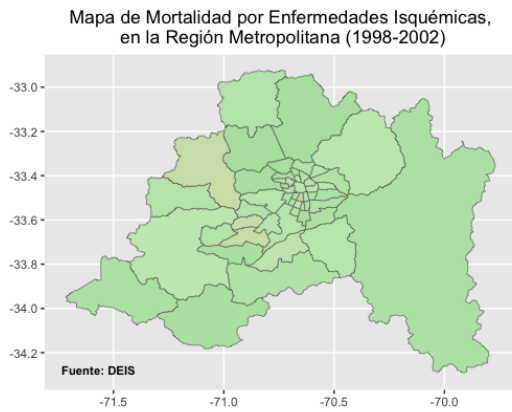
Mapas de mortalidad por Enfermedades Isquémicas en la RM (1998-2002)
